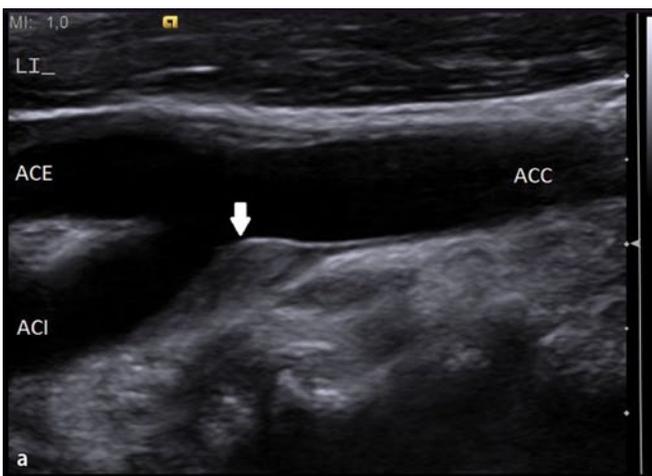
▲ Ultraschallbefunde bei nichtstenosierender Plaque am Abgang der ACI. a B-Bild: Nachweis einer echoarmen Plaque, die Stenosegraduierung aus dem B-Bild ist nicht möglich. b Farbdopplerbefund: Kein Aliaseffekt bei korrekter Geräteeinstellung, damit kein Nachweis hämodynamischer Stenosezeichen. ACC A. carotis communis, ACI A. carotis interna, ACE A. carotis externa
